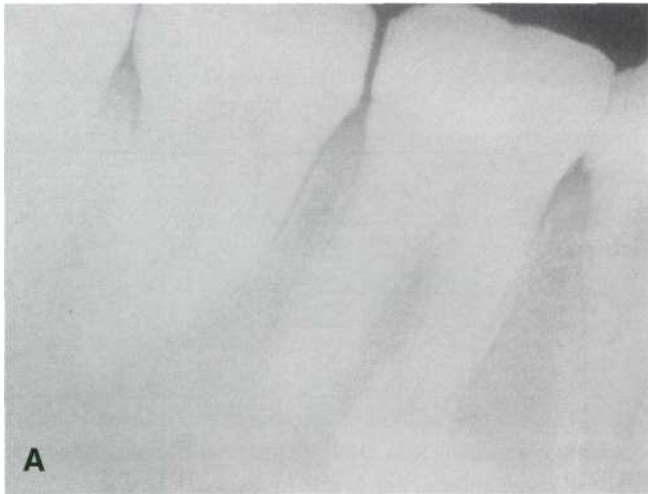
Patología periapical persistente. (A) Lesión periapical cementiforme en relación con la raíz mesial del 4.6. (B) Tras el fracaso del tratamiento endodóncico se efectuó cirugía periapical.
